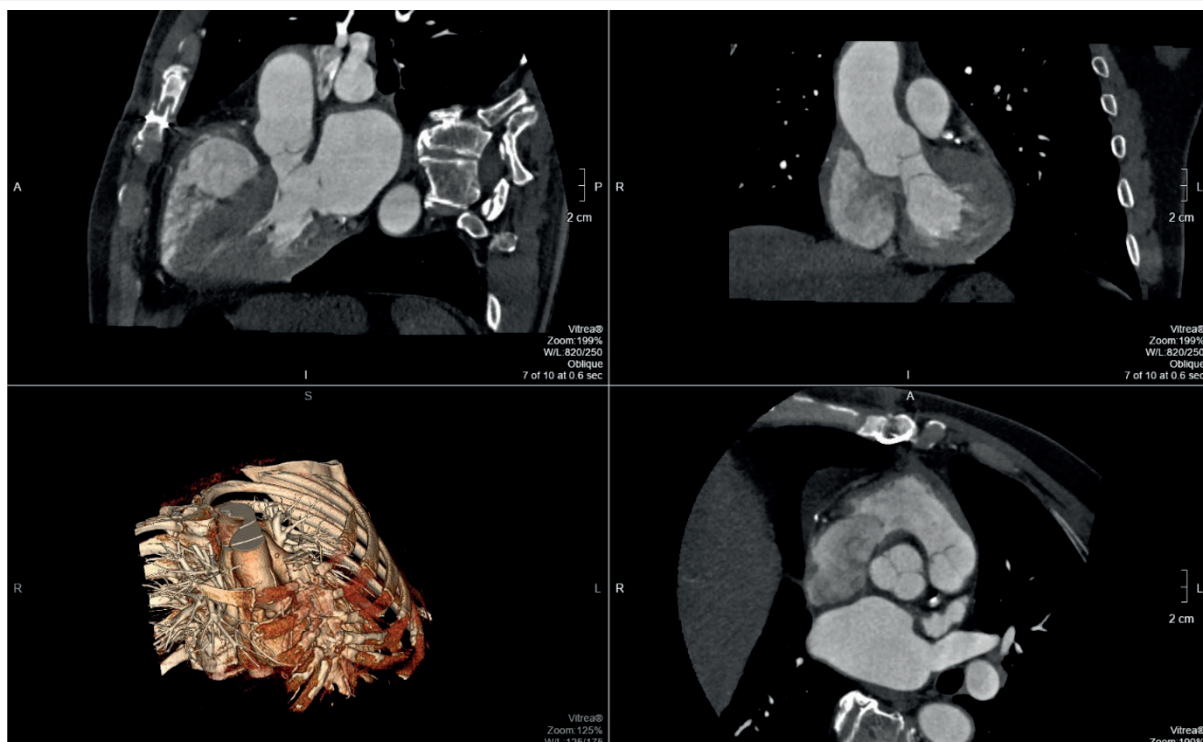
МРТ сердца через 12 месяцев после операции
